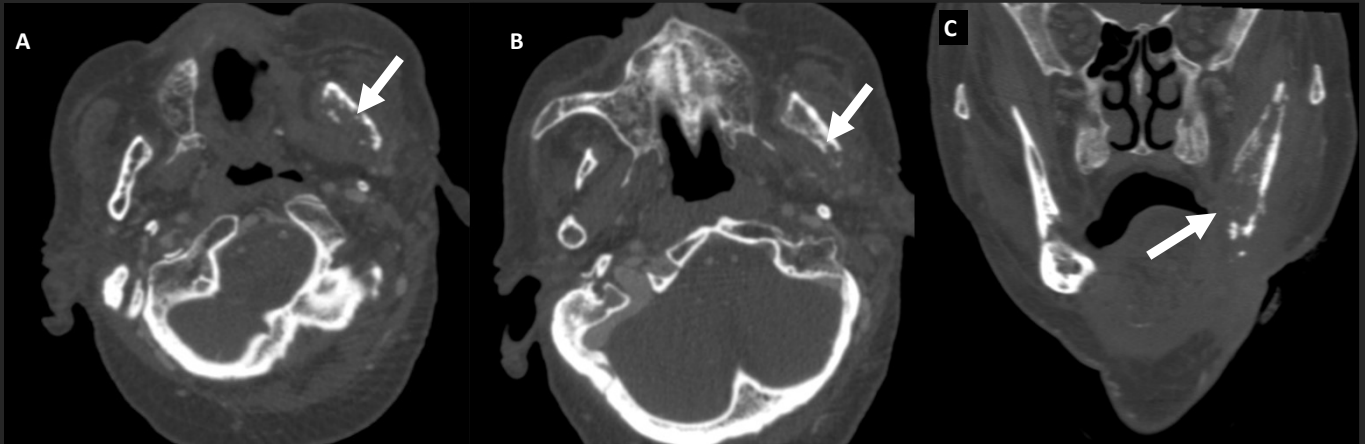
Paciente con carcinoma escamocelular de hemimandíbula izquierda. Tratado con radioterapia, a los 3 años desarrolla cambios por radionecrosis. En TC de cuello con contraste iv se observa la interrupción de la cortical y pérdida de la trabeculación del hueso esponjoso de la hemimandíbula izquierda.
